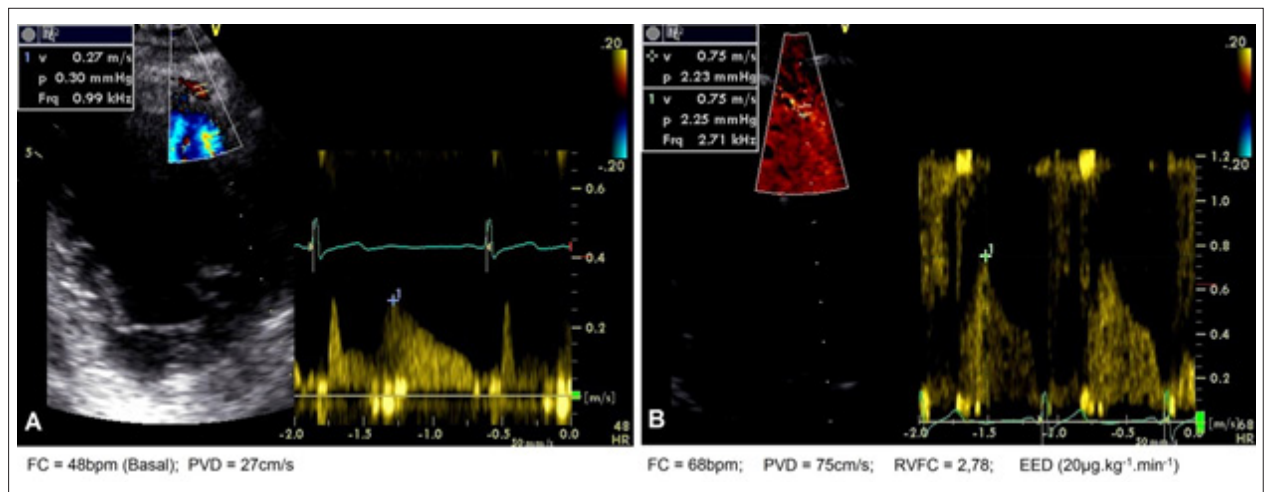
Paciente do sexo masculino com frequência cardíaca (FC) alvo de 142 bpm. A figura 1A mostra o registro do Doppler na artéria coronária descendente anterior (ADA) em condição basal. Na figura 1B, durante o ecocardiograma sob estresse com dobutamina (EED), com dose de 20 µg.kg⁻¹.min⁻¹ e FC = 68 bpm, registra-se a reserva de velocidade de fluxo coronariano (RVFC) adequada (2,78) e precoce (obtida antes de atingir a FC alvo). Contratilidade do ventrículo esquerdo normal durante todo o exame.
